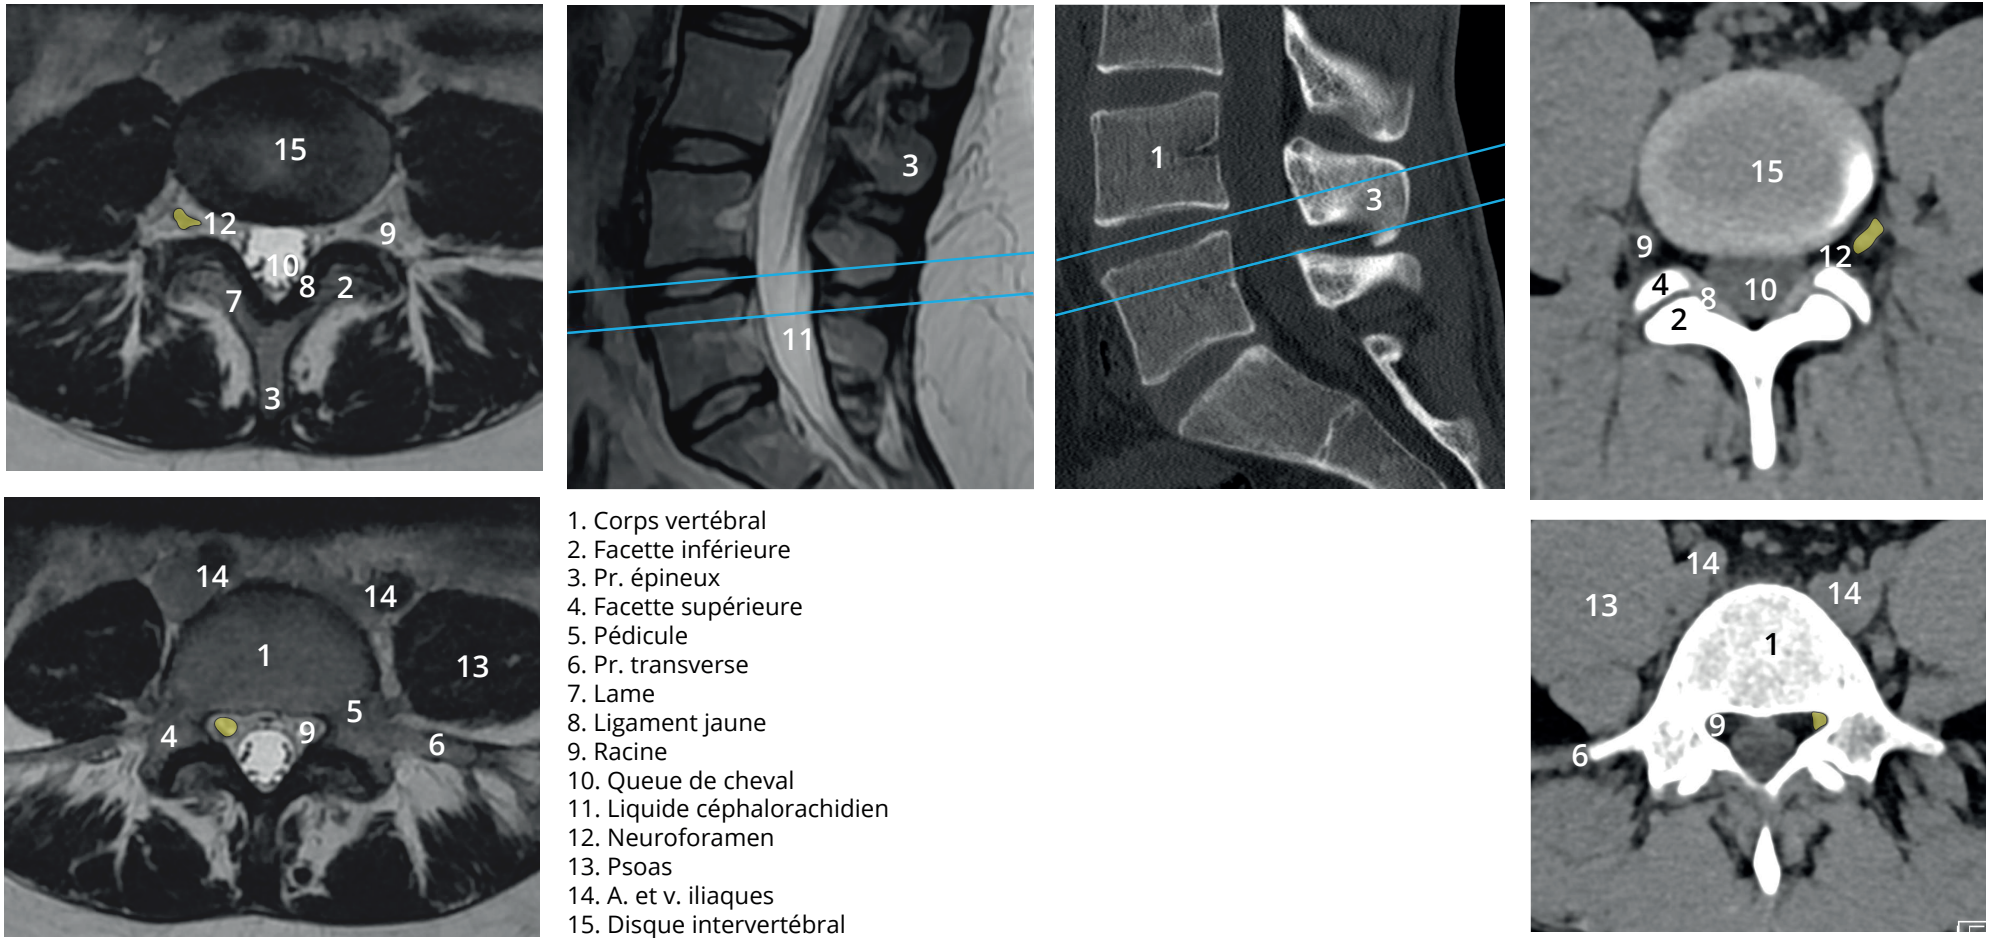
Même principe que la figure précédente avec images axiales en IRM et CT-scan passant par le disque L4-L5 (haut) et les pédicules de L5 (bas). On distingue en jaune, la racine L4 sur les images au-dessus et la racine L5 dans le récessus latéral lombaire sur les images en-dessous. À partir de la vertèbre T1, les racines sortent sous le pédicule de même nom. En cervical, les racines sortent au-dessus du pédicule de même nom. Enfin, entre C7 et T1, sort la racine C8.
